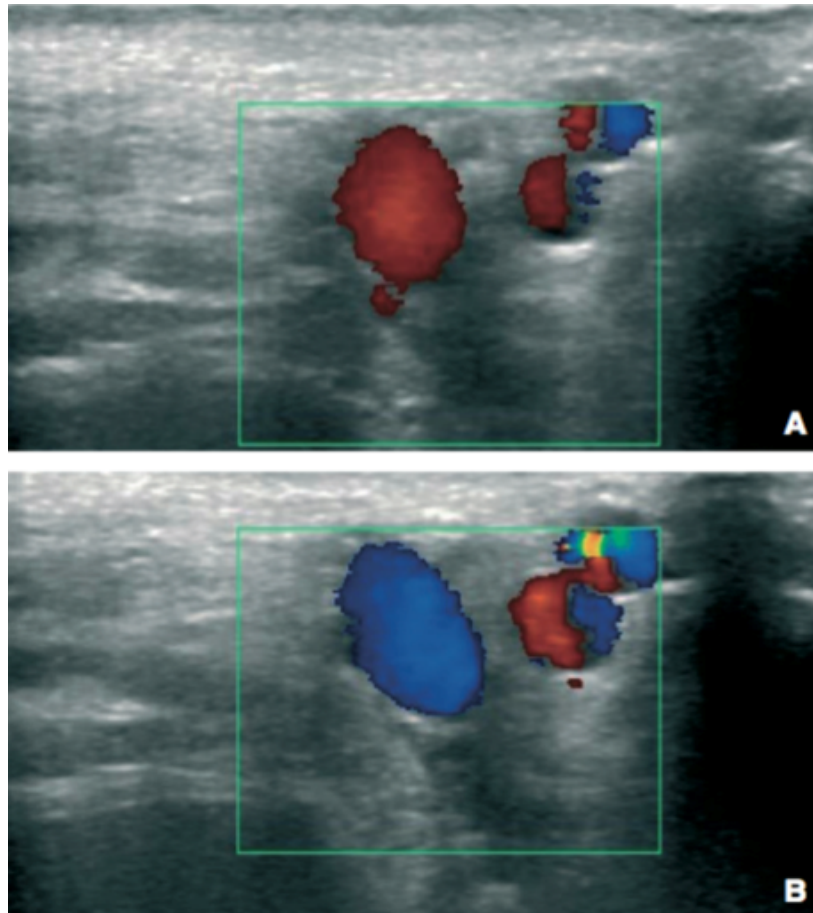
Echodoppler couleur a hauteur du canal inguinal [1]
